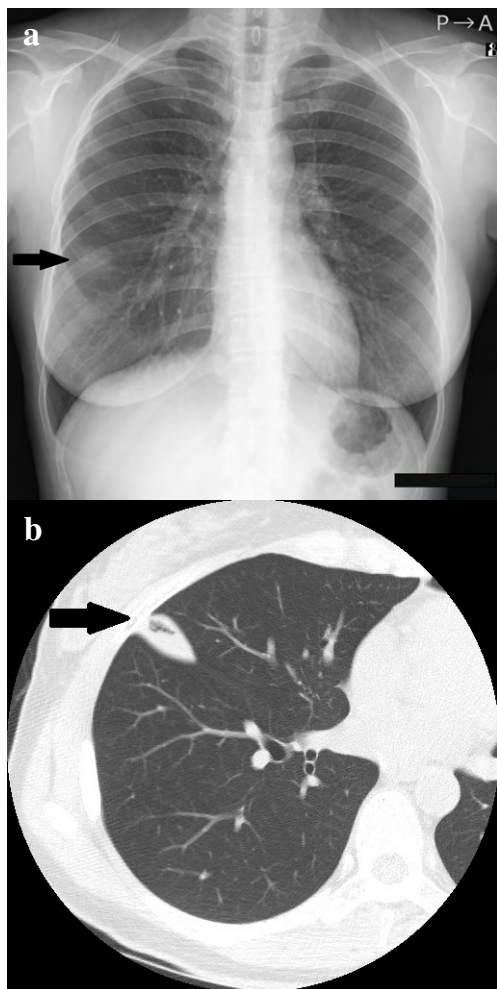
Imaging findings (a : Chest radiograph, b : Chest CT, transverse image)
